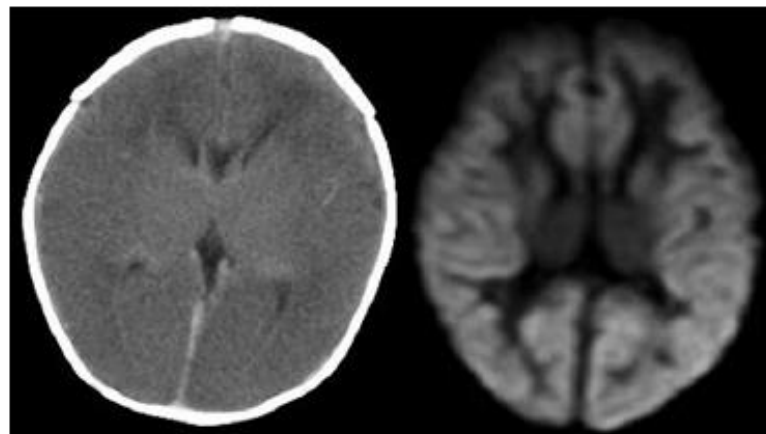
A computed tomography scan and magnetic resonance imaging at age 3 days. Left: Computed tomography demonstrates diffuse low cerebral density. Right: Diffusion-weighted magnetic resonance imaging demonstrates high signal lesions in the cerebral cortex, with reduced diffusion.
